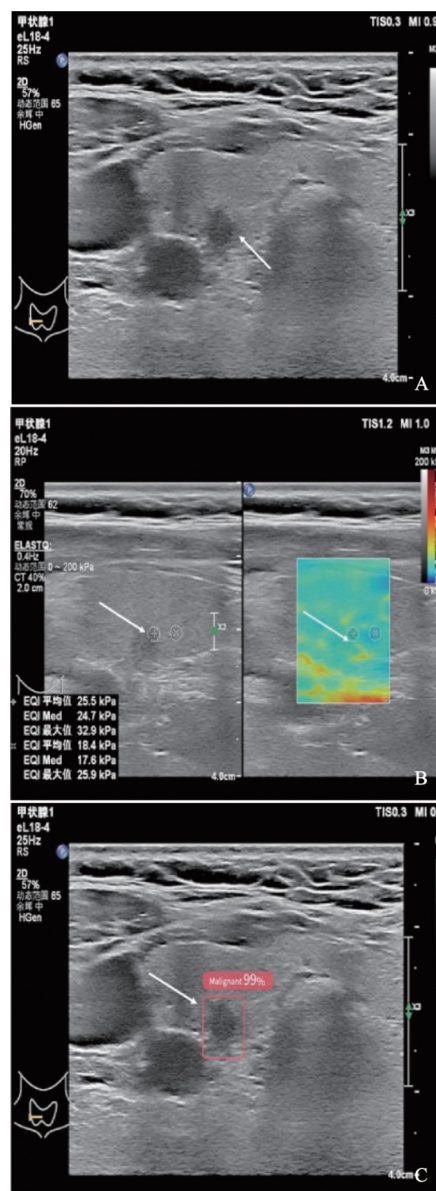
<10 mm甲状腺结节灰阶超声、SWE及AI分析图像
